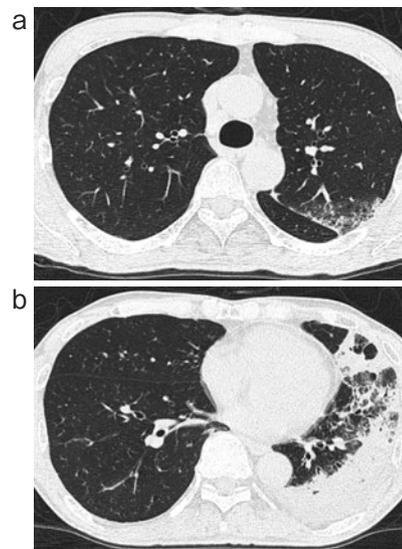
胸部単純 CT。左下葉辺縁を中心に広範な浸潤影 (a) および上葉まで広がる周囲のすりガラス陰影 (b), 少量の胸水を認めた。明らかな気管支の閉塞, 無気肺の所見は認めなかった。
